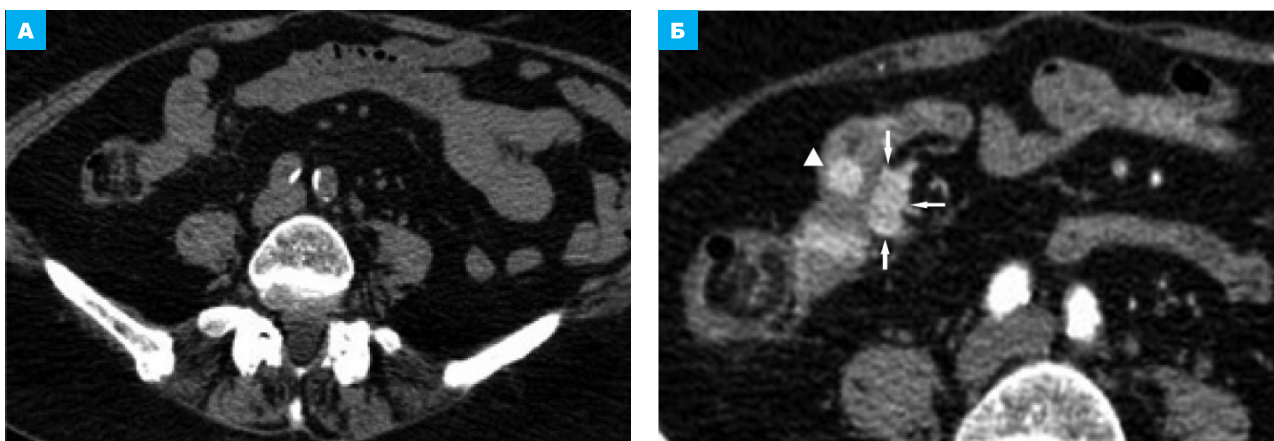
КТ брюшной полости, аксиальная плоскость на уровне нижнего этажа брюшной полости. А – нативное исследование. Б – артериальная фаза КУ, увеличение области интереса в 1,5 раза. Карциноид подвздошной кишки. Опухоль в стенке подвздошной кишки визуализируется только после КУ (головка стрелки). Прилежащая к опухоли часть брыжейки уплотнена, содержит увеличенный лимфатический узел, превышающий размером первичную опухоль (стрелки)
